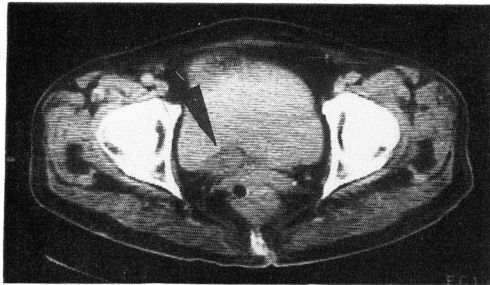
Bladder mass (arrow) in CT
